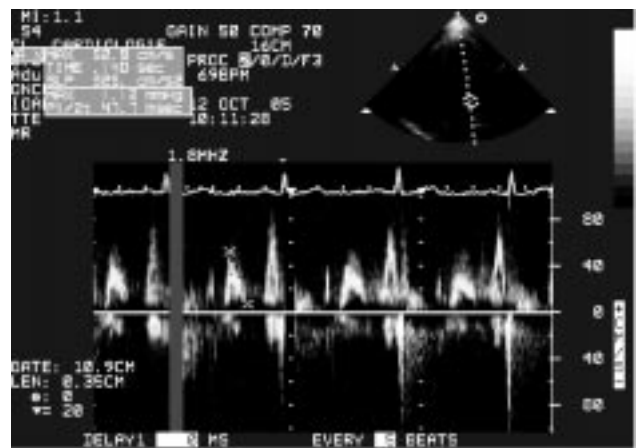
Ecografie transtoracică secțiune apical 4 camere-Doppler pulsat la valva mitrală - disfuncție diastolică de tip relaxare întâziată. Unda E < Unda A.
